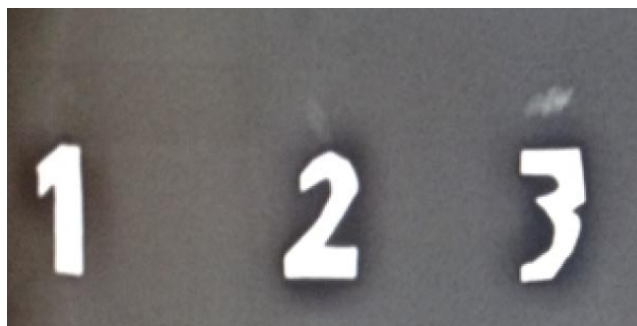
Различия рентгенологического отображения конкрементов в зависимости от их плоскостных характеристик (1 – мягкий, 2 – средний, 3 – жесткий).
